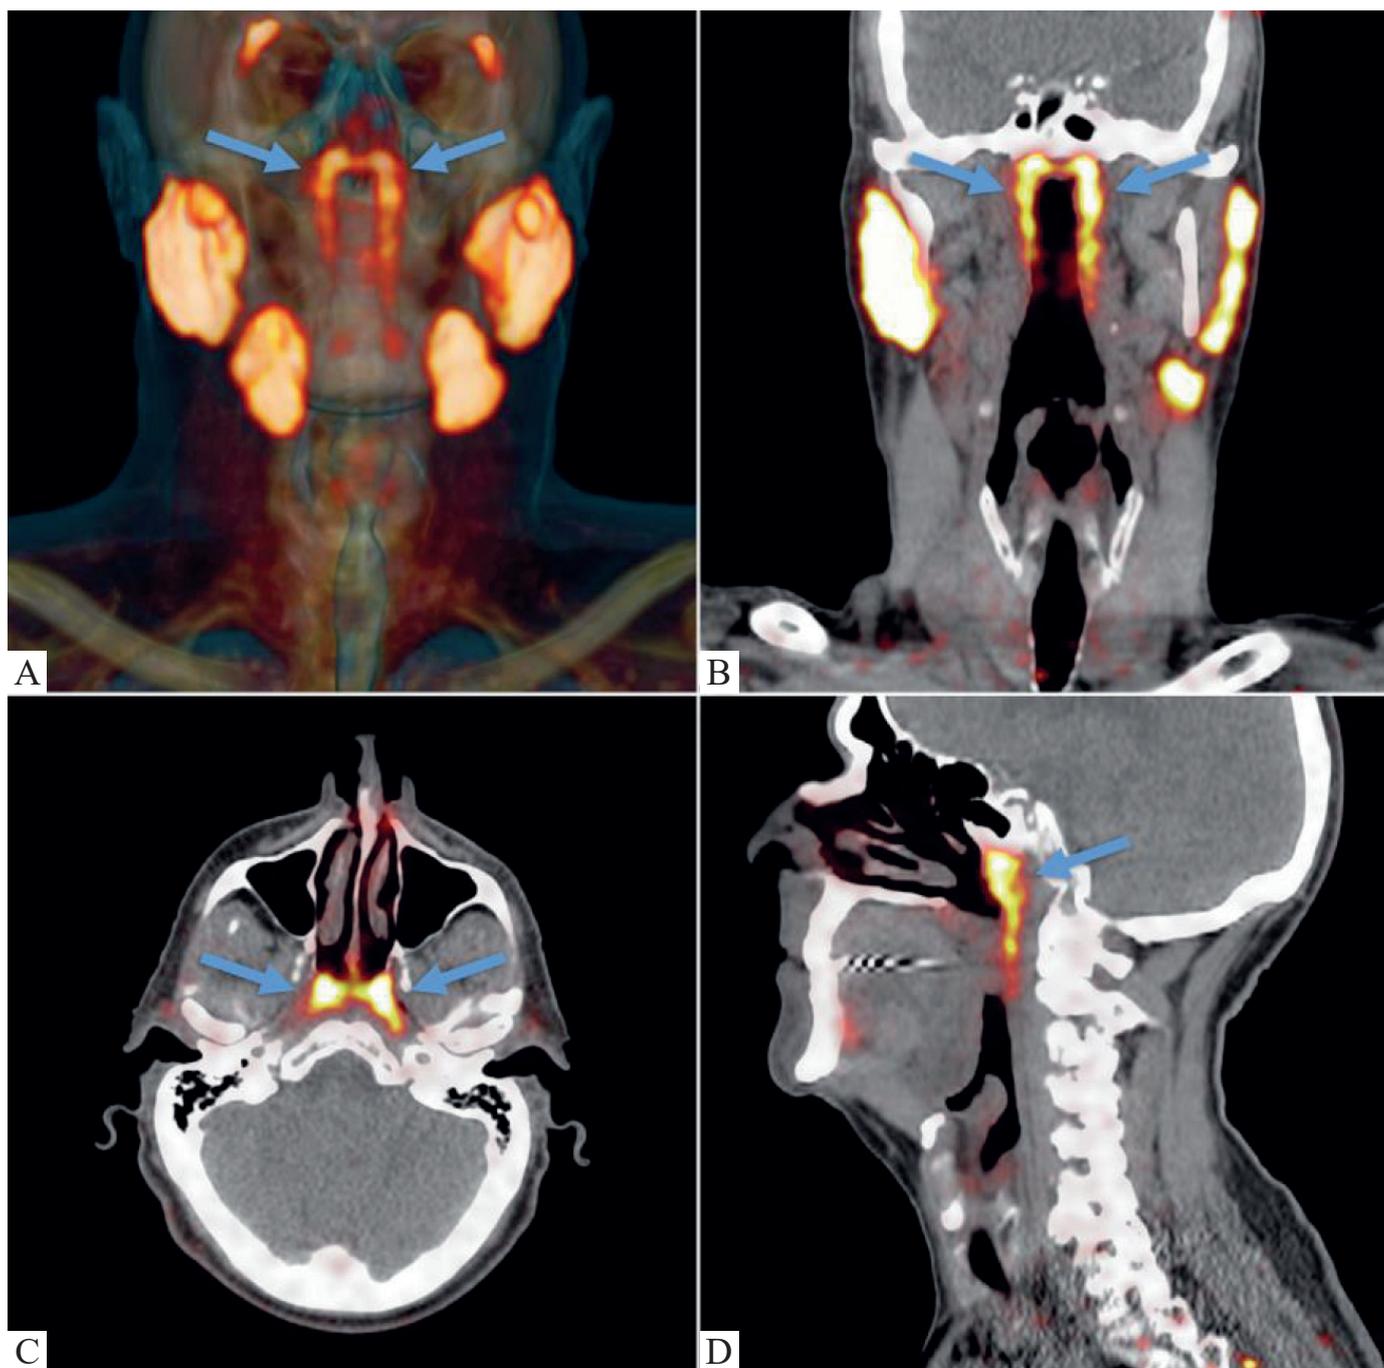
Ткани слюнных желез [30]. Проекция ПЭТ/КТ ПСМА. ПСМА ПЭТ – оранжевые структуры на КТ. Железистая структура ЮОО видна как ПСМА-положительная ткань (стрелки). На срезах также видны некоторые части околоушных и поднижнечелюстных желез, которые имеют аналогичные визуальные характеристики.
